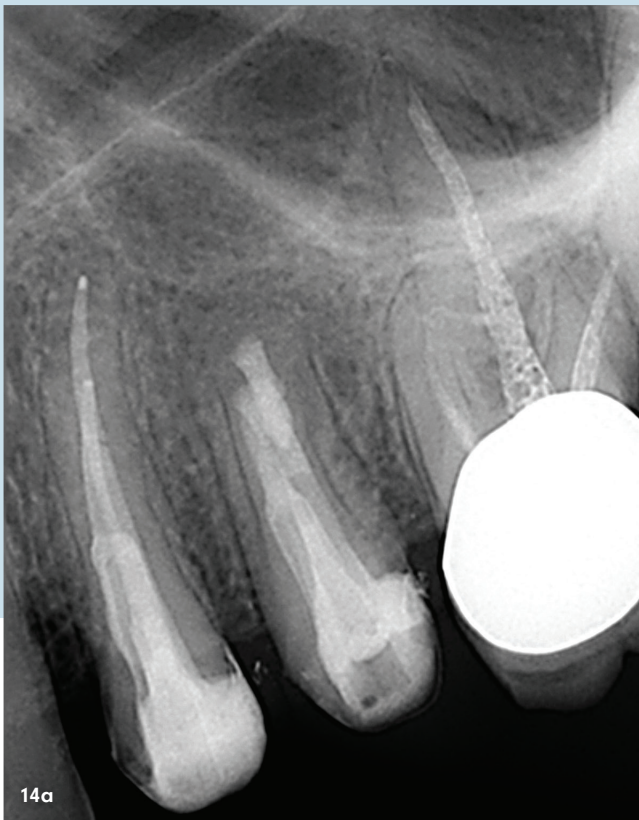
+b: Röntgenologische Sechsmonatskontrolle (a) und Zwölfmonatskontrolle (b) nach der Wurzelspitzenresektion.
